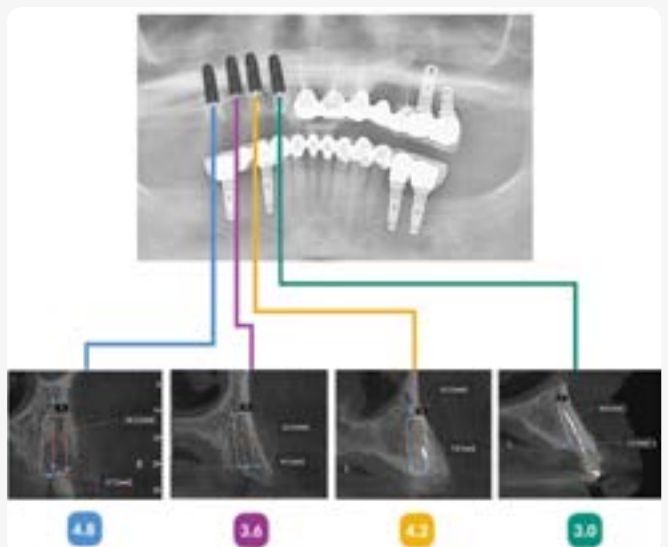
Cortes del CBCT y selección de implantes Astra Osseospeed®.
